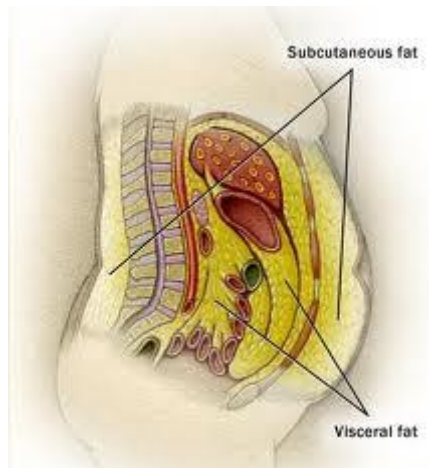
Subtipos de obesidad. Para identificar la localización del tejido adiposo, se requiere una evaluación con técnicas de imagen, ya sea, una tomografía computarizada (TC) o bien una resonancia magnética (RM), el cual permitan determinar el subtipo de obesidad del que se trate.²⁶
